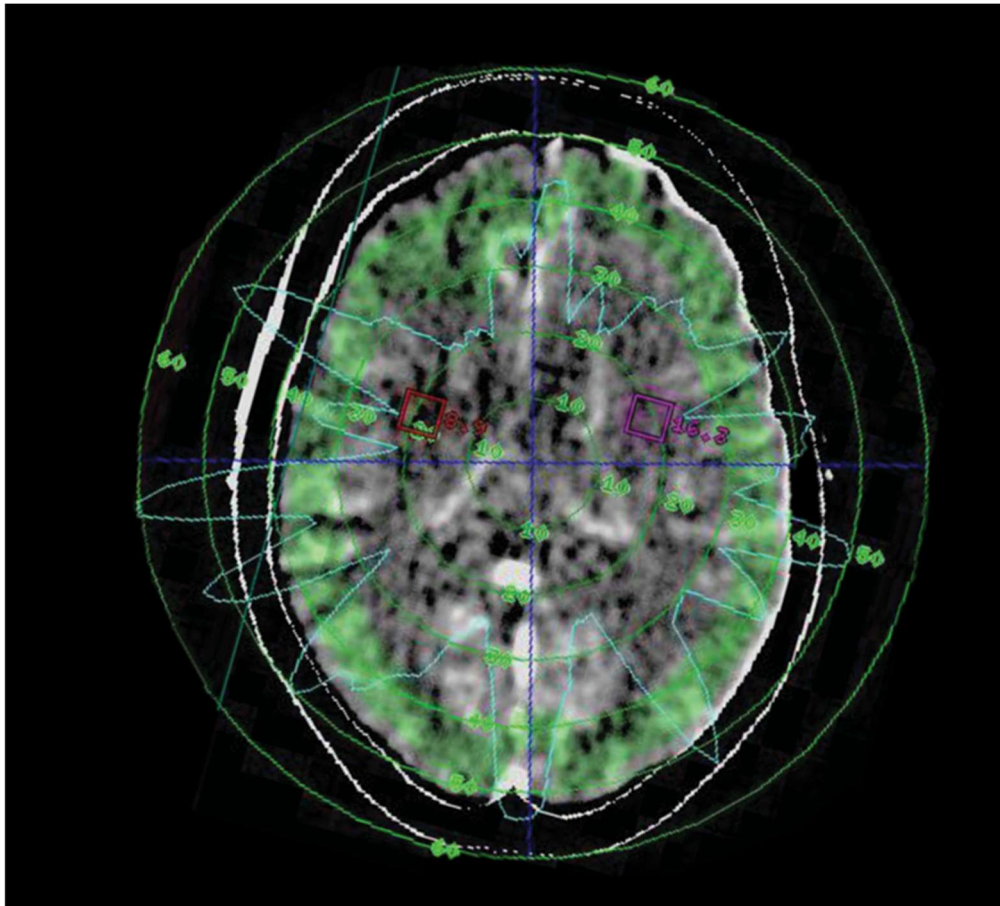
Exemplarisches Ergebnis der Parameterkartenberechnung mit dem STROKETOOL-CT
